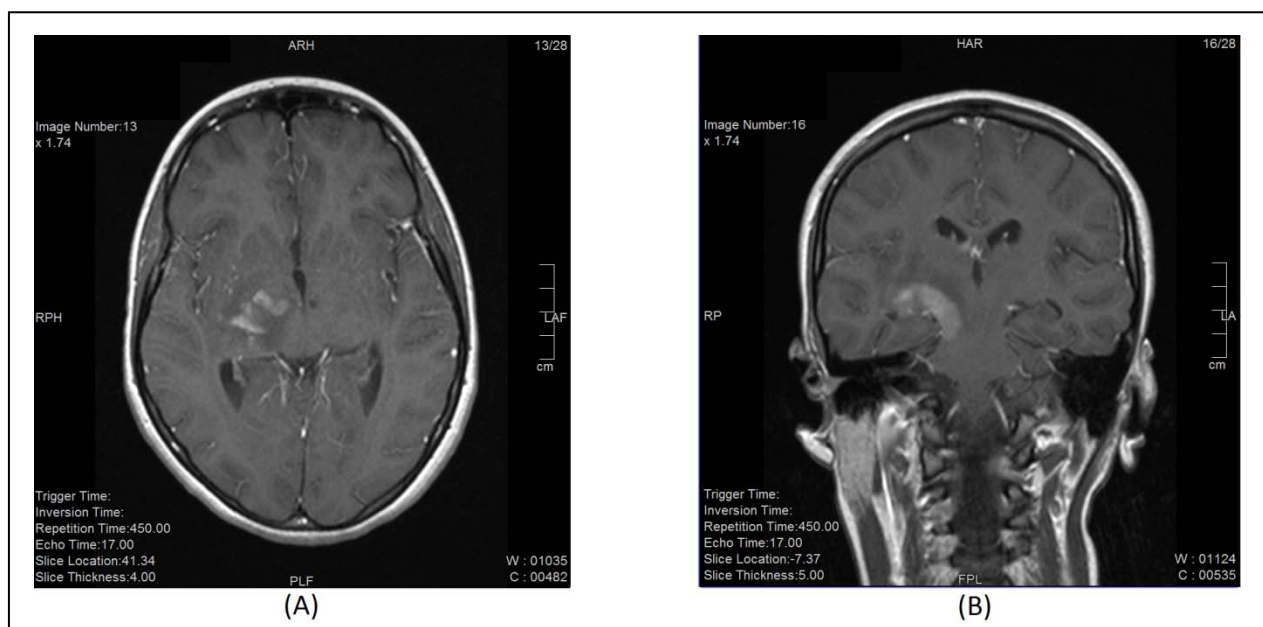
IRM cérébrale en séquence T1 injectée, sur une coupe axiale (A) et une coupe coronale (B), montrant une lésion en plaque, avec un aspect pseudotumorale, rehaussée d'une manière hétérogène
